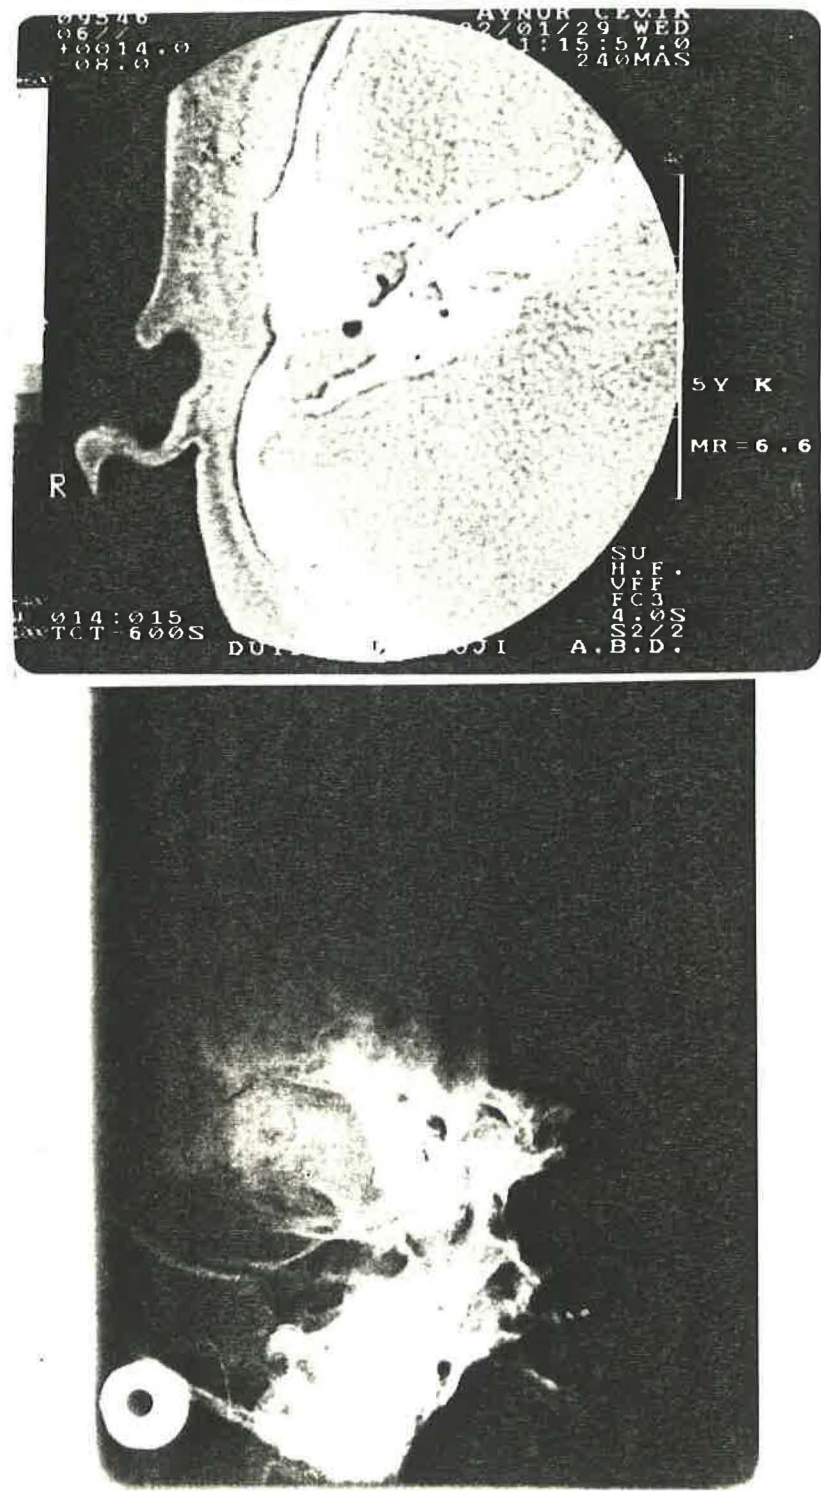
A.E. isimli hastaya ait Sağ Temporal Kemik Coronal ve Axial CT kesitinde Kolestomatom görünümü.
